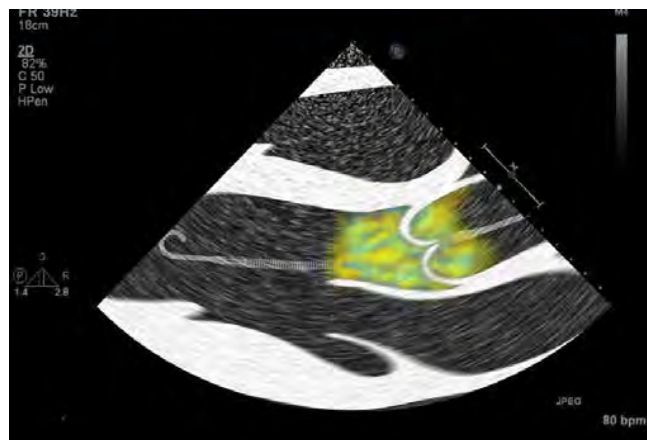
Falsche Impella Katheterposition (Farbdoppler-TTE)
